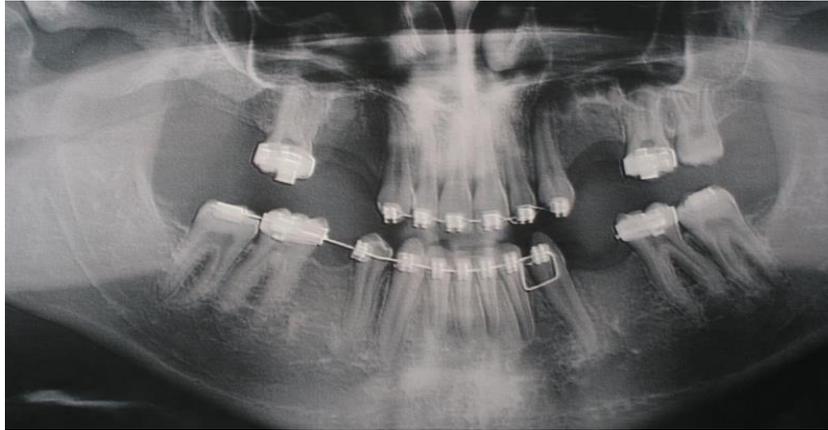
Radiographie panoramique d'un patient atteint d'agénésies multiples en cours de traitement orthodontique en vue d'un traitement implantaire (document Docteur Claus)
